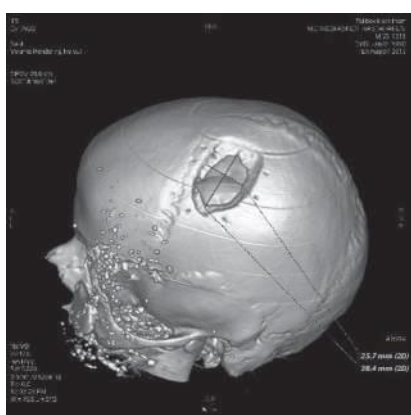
После 2-й операции взятия аутоотрасплатата с верхушки головы и закрытие инфраорбитального дефекта - КТ 3D
